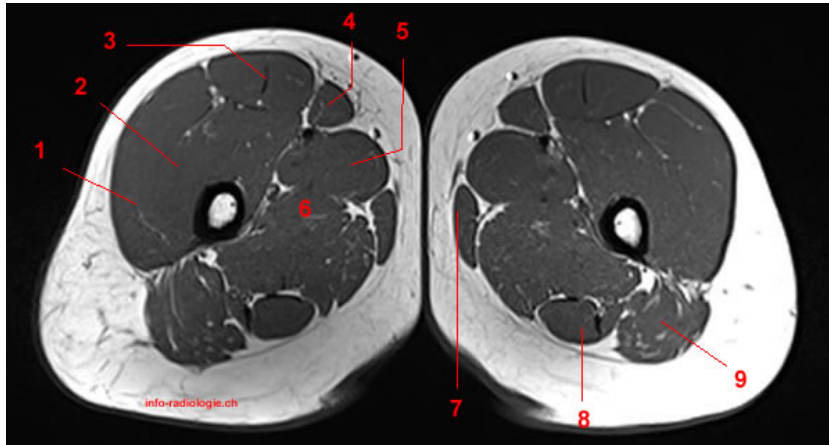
IRM séquence T1, coupe axiale de la cuisse chez un patient sain (pour comparaison) [51]
